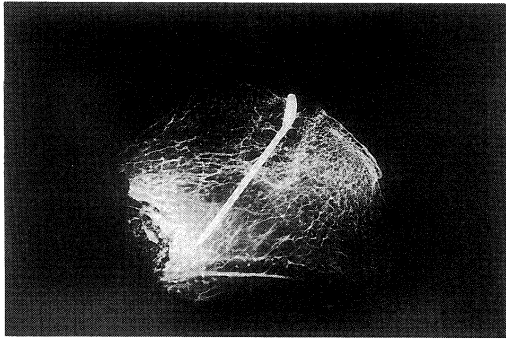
Soft X-ray findings of drilled deep frozen allograft in twenty-four weeks after operation
